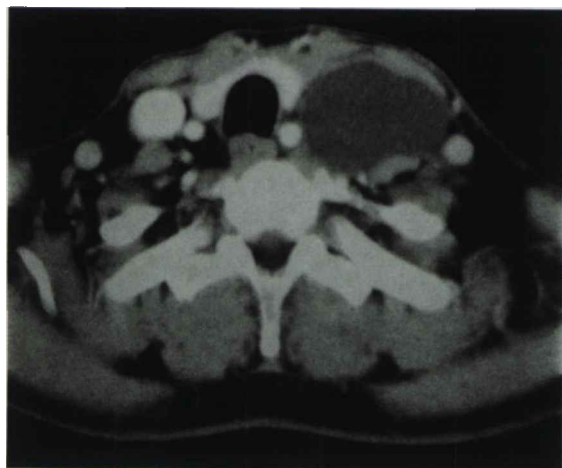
CT片示包块位于胸锁乳突肌深面颈内静脉和颈总动脉之间
